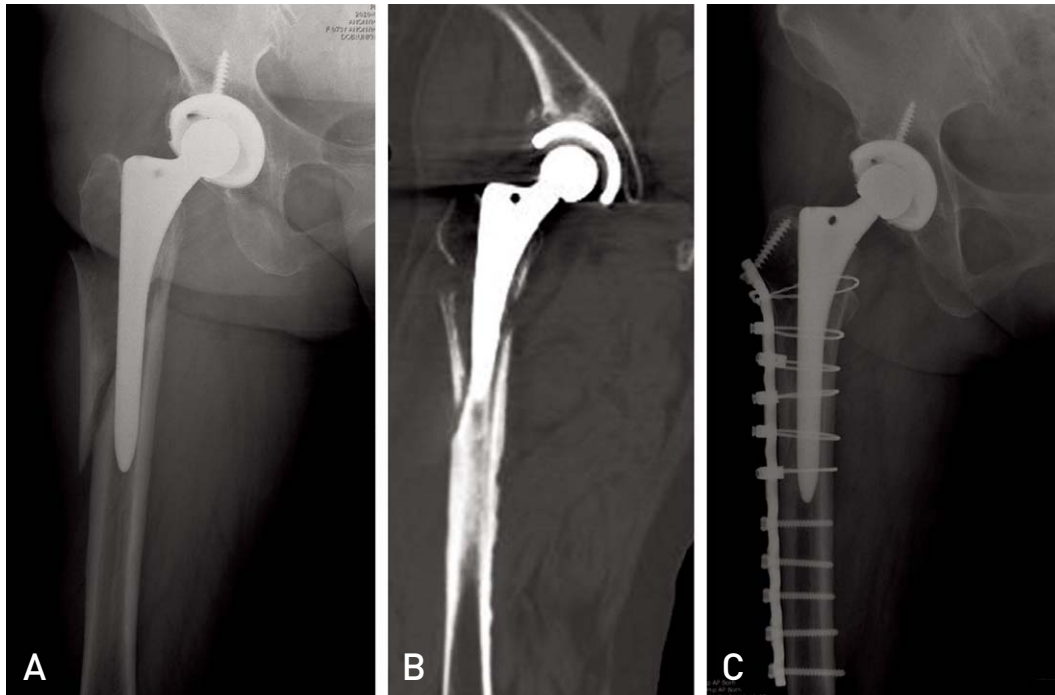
A 73-year-old female that sustained a Vancouver B1 fracture after total hip arthroplasty with cementless femoral component. Treatment by open reduction and internal fixation with reversed LCDCP and additional cable wires. (A) Preoperative anteroposterior roentgenogram. (B) Preoperative computed tomography shows no evidence of femoral stem loosening. (C) The anteroposterior roentgenogram at last follow-up shows that the fracture is stably fixed with plate, screws and cables, and additional proximal fixation with cancellous screw to greater trochanter of the femur was done. Complete union was gained.
